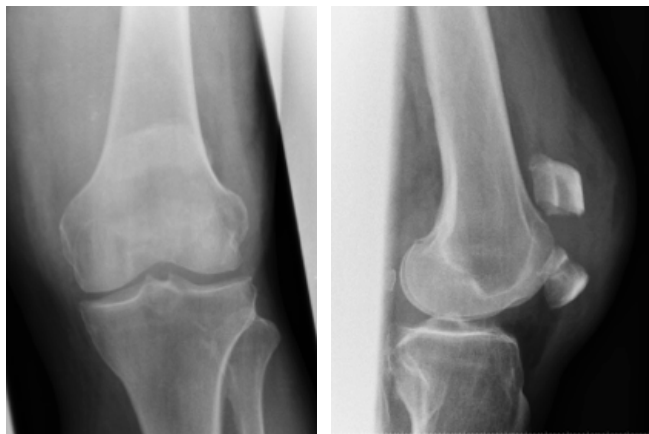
Radiografías preoperatorias que muestran una fractura transversal de rótula desplazada.
